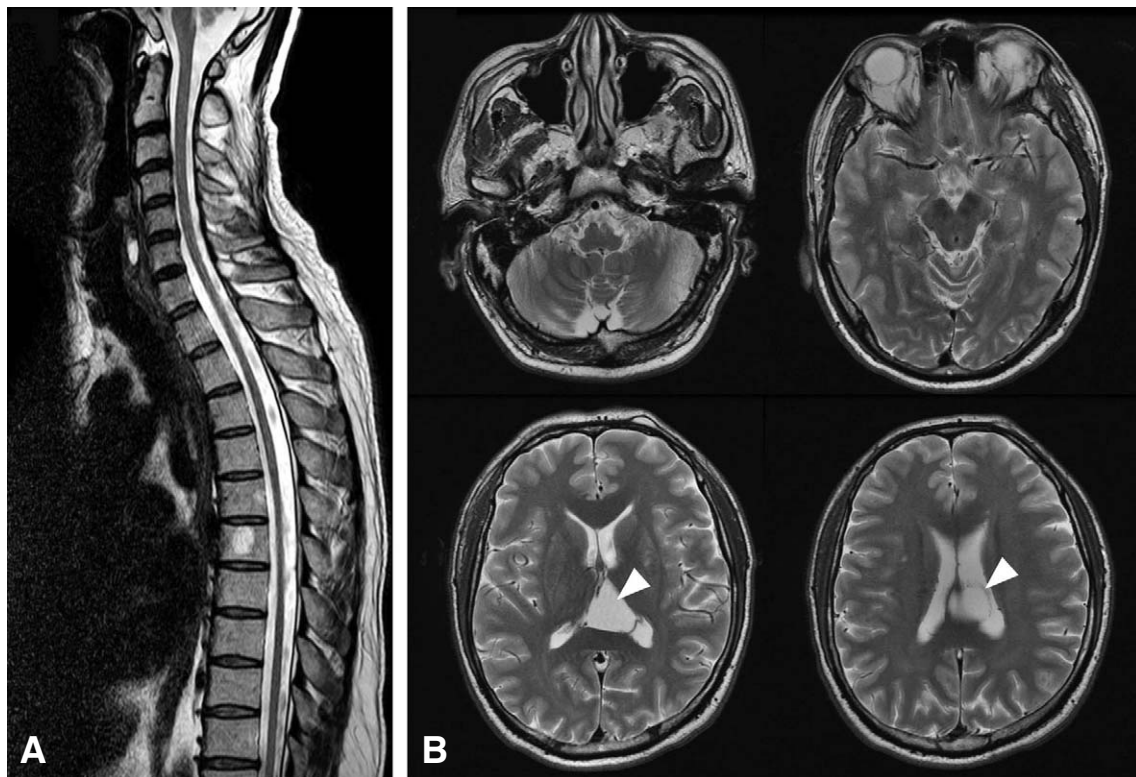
Magnetic resonance images of the proband (II-10). (A) Spine MRI showed diffuse spinal cord atrophy without parenchymal lesions. (B) Brain MRI showed a cyst lesion originating from the velum interpositum (white arrow head).
